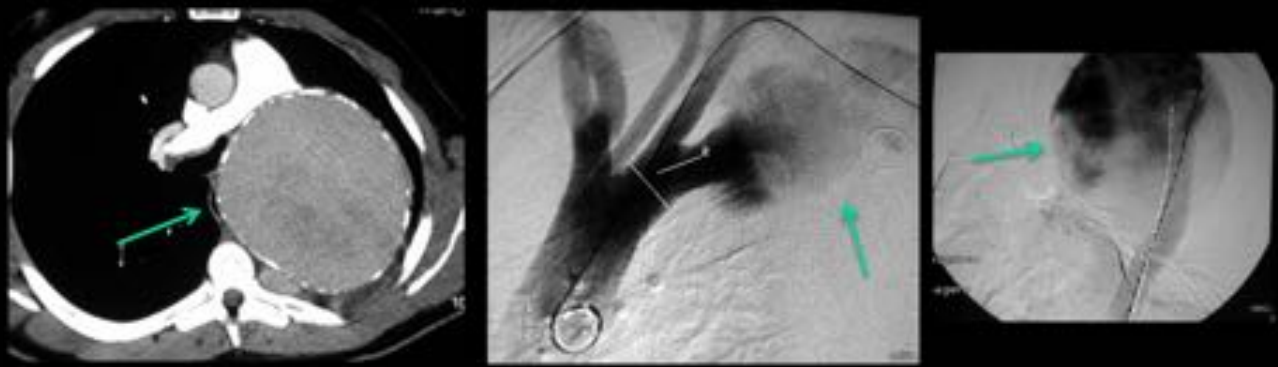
TC y angiografía: Seudoaneurisma gigante aórtico con calcificación periférica.
